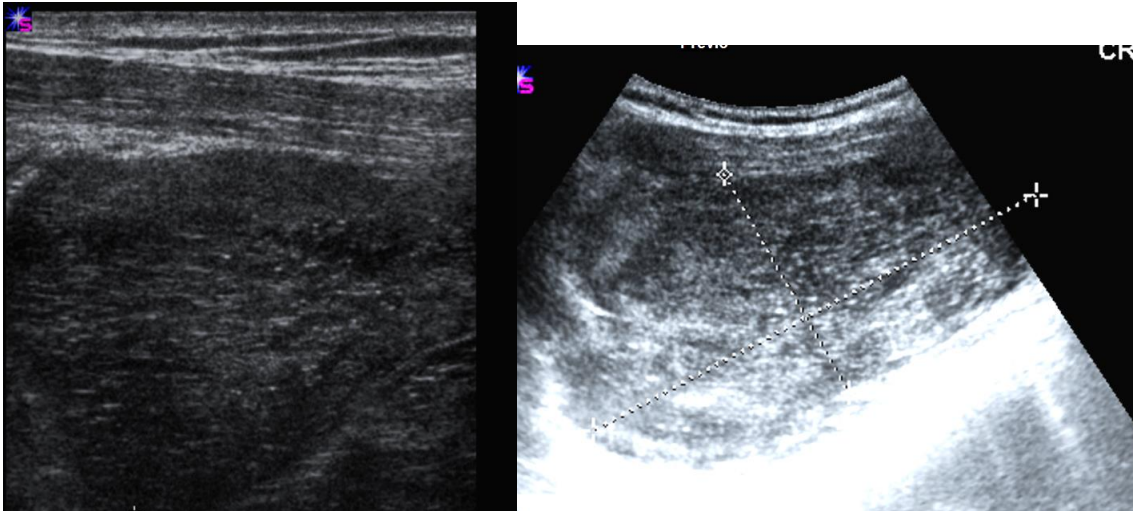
Imagen ecográfica de la lesión con transductor de partes blandas y con sonda convex. No se observó flujo intralesional tras estudio doppler.
